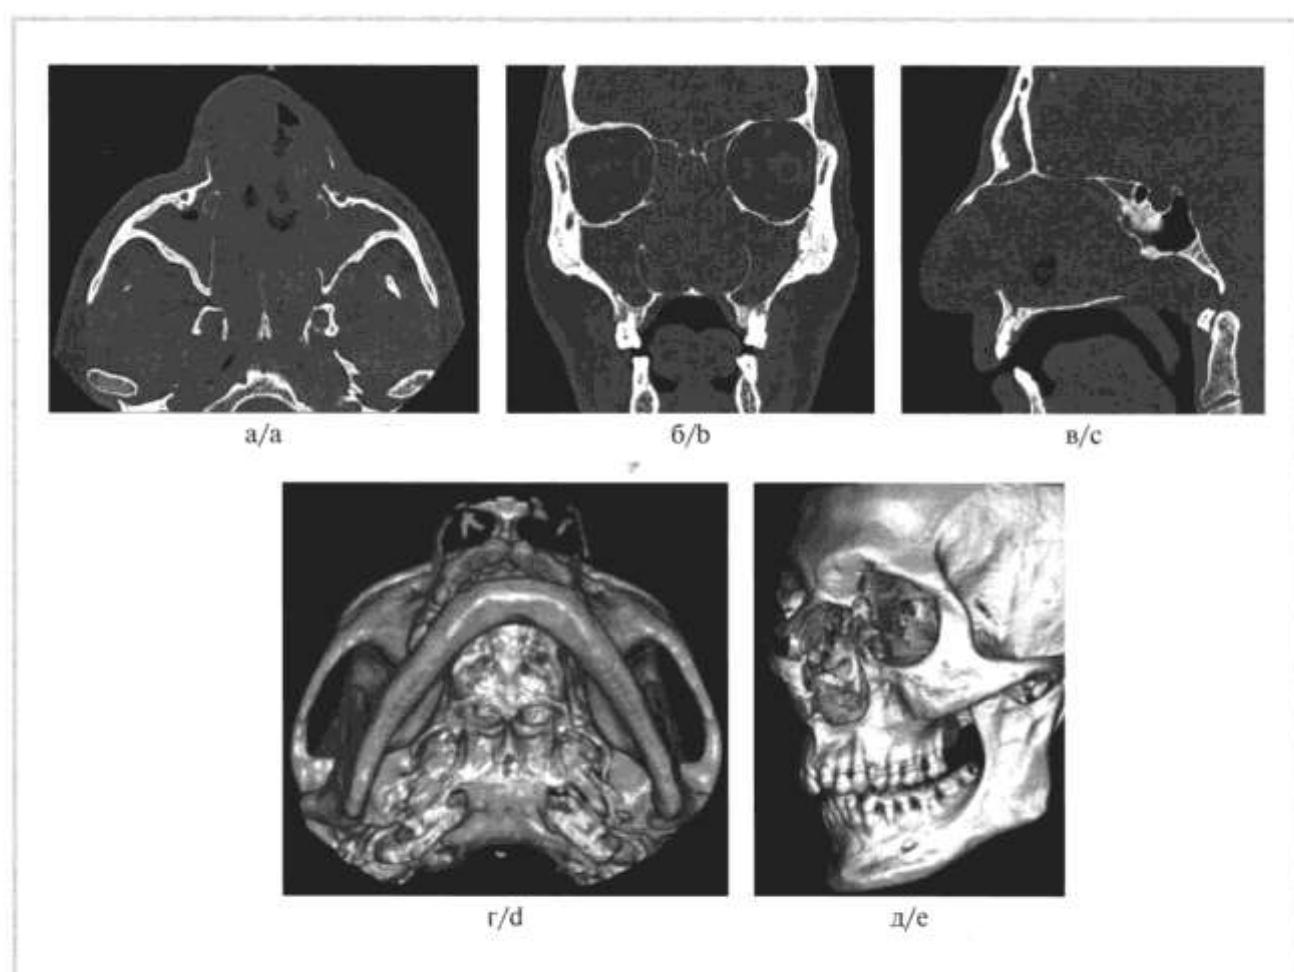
Результаты компьютерной томографии.
